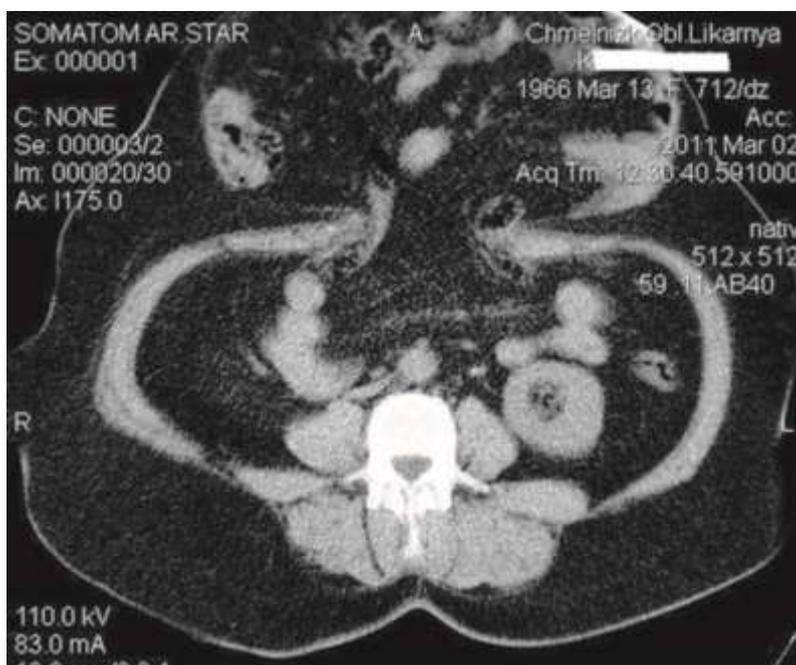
КТ черевної порожнини та гризового мішка у хворої К. Збільшення в 1,25 рази.
